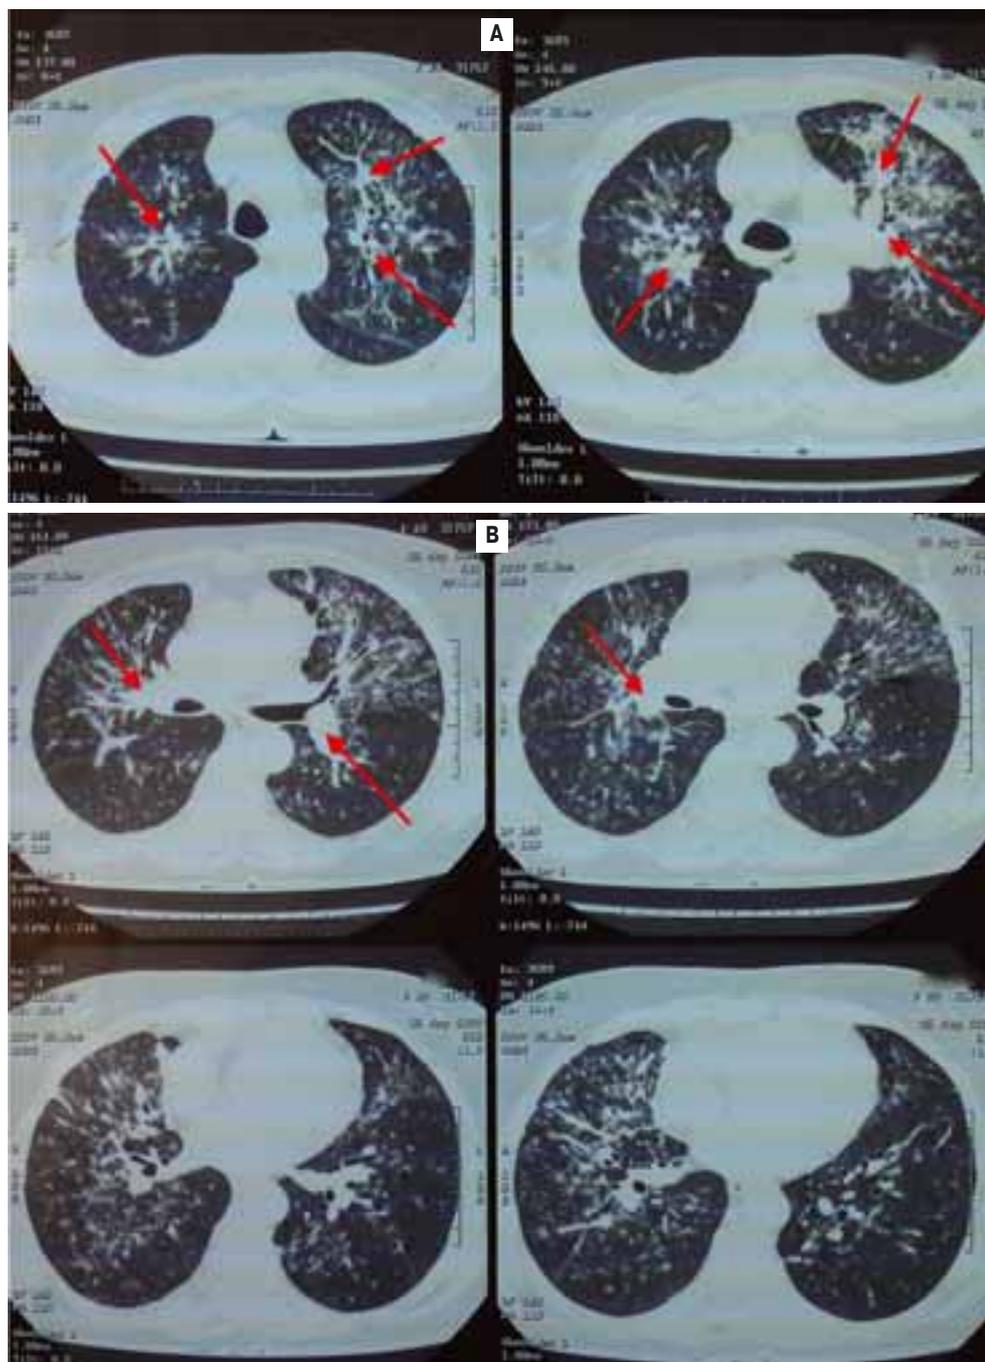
Компьютерная томограмма пациентки К., 76 лет: А — множественные разнокалиберные очаговые тени в верхней доле левого легкого (в проекции С-3) размерами 25 × 15 мм, в средней доле правого легкого (в проекции С-5) — 9 × 12 мм, дополнительное образование 9 × 17 мм (в проекции С-5), в нижней доле правого легкого (в проекции С-7) — 14 × 26 мм; В — в обоих легких — конгломераты увеличенных лимфатических узлов 15 × 17 × 24 мм. В средостении — увеличенные лимфатические узлы до 15 мм
